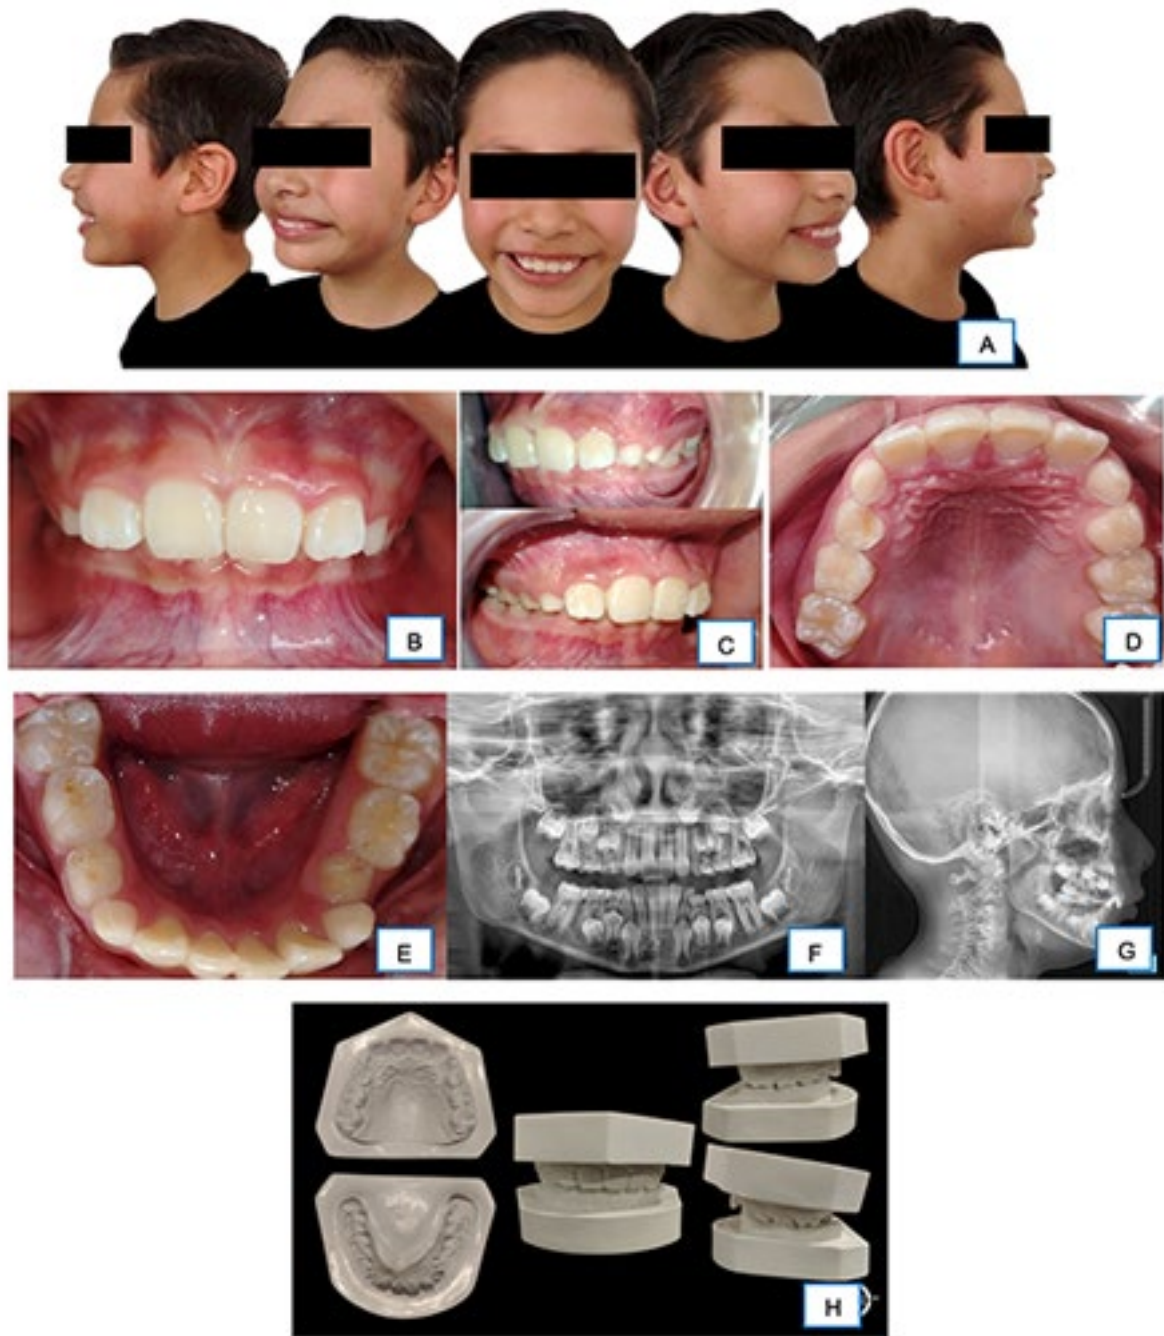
Fotografías clínicas pretratamiento. (A) Fotografías extraorales, (B) Fotografía intraoral frontal, (C) Fotografía intraoral lateral derecha e izquierda, (D) Fotografía intraoral oclusal maxilar, (E) Fotografía intraoral oclusal mandibular, (F) Radiografía panorámica, (G) Radiografía lateral de cráneo pretratamiento, (H) Modelos de estudio.
